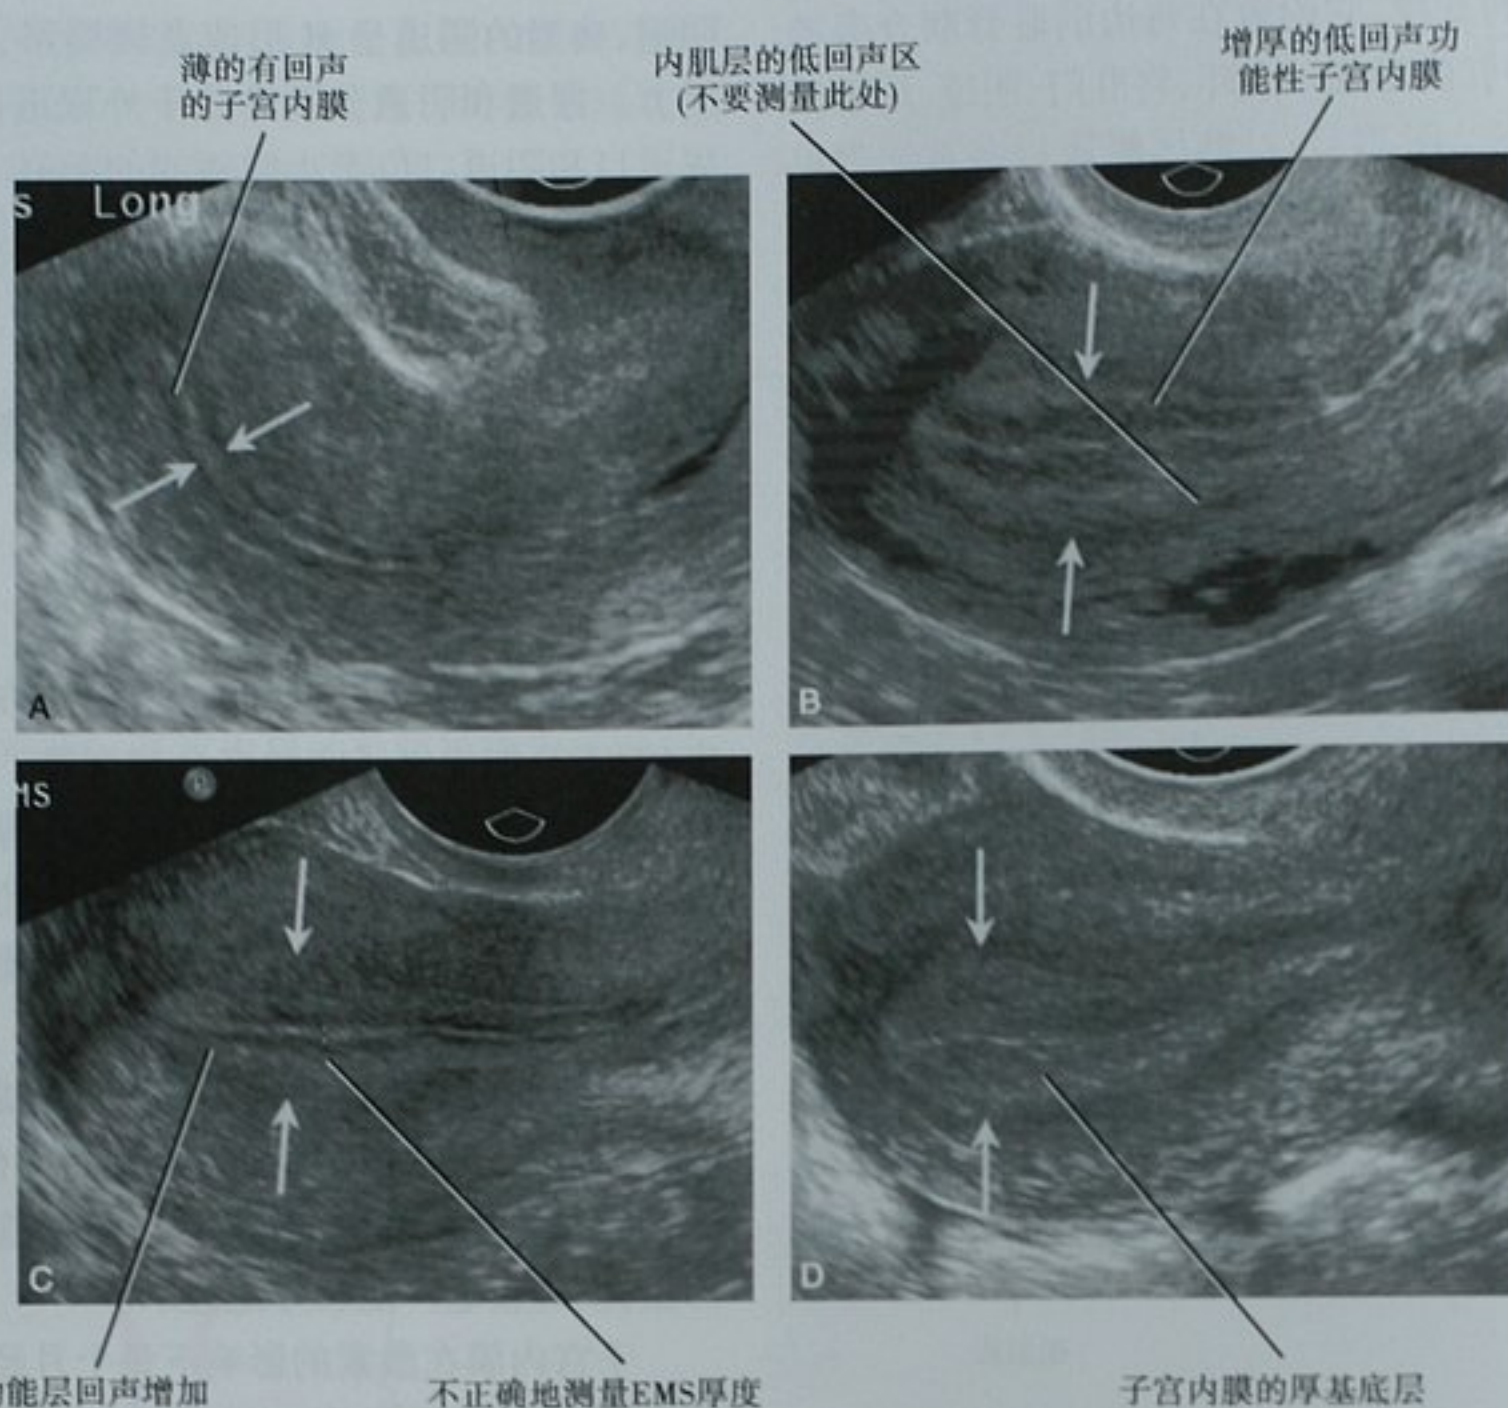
经阴道超声子宫内膜带的周期性改变。A. 增殖早期的子宫内膜；B. 增殖晚期的子宫内膜；C. 分泌早期的子宫内膜；D. 分泌晚期的子宫内膜。每幅图片上相对的箭头显示测量子宫内膜带厚度的正确光标位置
